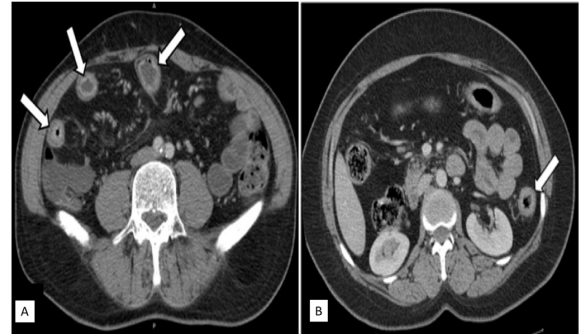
Rehaussement muqueux et transmural. TDM abdominale, après injection de PDC iodé au temps portal, en coupe axiale, chez une patiente de 53 ans suivie pour MC depuis 10 ans et reçue pour douleur abdominale et diarrhée, montrant un rehaussement muqueux de l'iléon (A) et transmural du colon gauche (B) (flèches).
